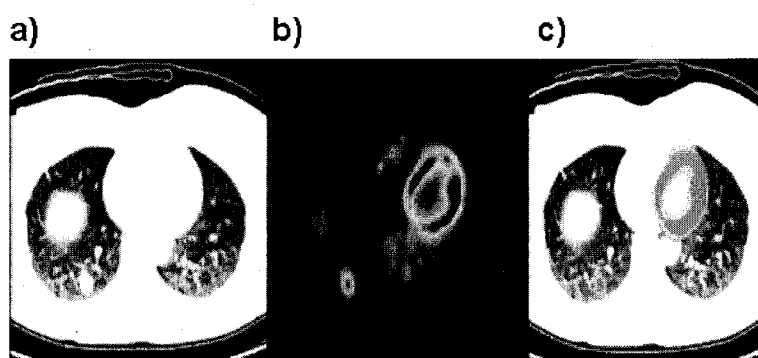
Fusion d'images tomodensitométrique et d'émission TEP : a) Coupe transversale d'une image du thorax humain montrant des tumeurs sur le poumon droit. b) La même coupe d'image d'émission TEP montre l'activité métabolique d'une tumeur et du myocarde après injection du FDG, et c) les deux images fusionnées. Extrait du site internet: <http://www.babradiology.com/index.cfm/fuseaction/Patients.CT>.
